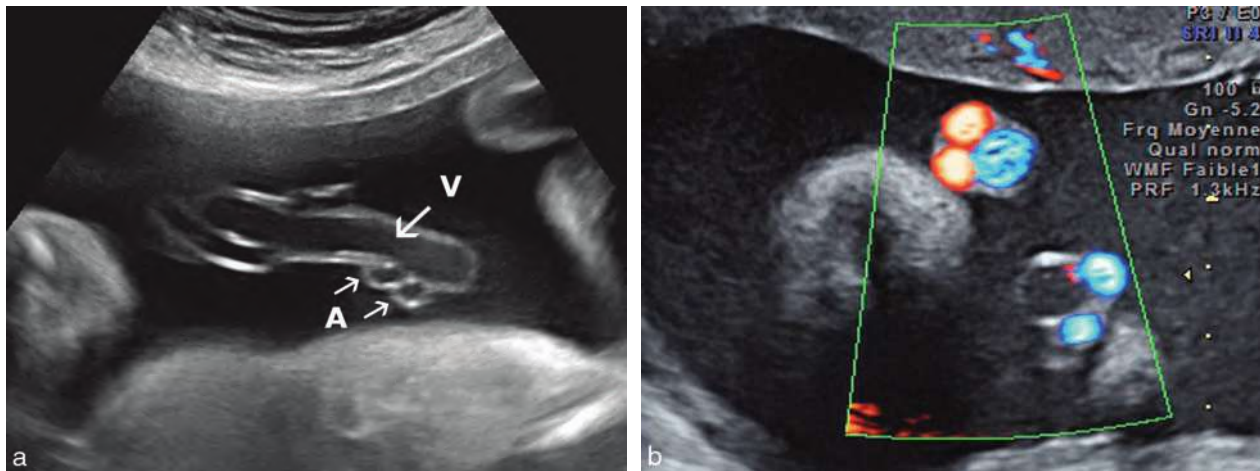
Cordon ombilical normal. a. Coupe dans la longueur : deux artères (A) et une veine (V). b. Coupe transversale en Doppler couleur énergie.
